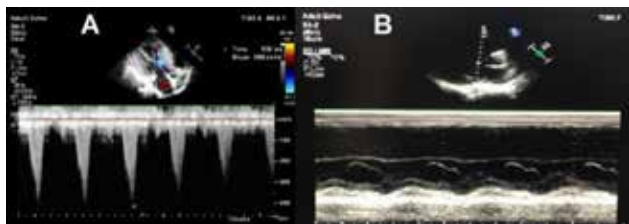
LVOT gradient and SAM on transthoracic examination.
